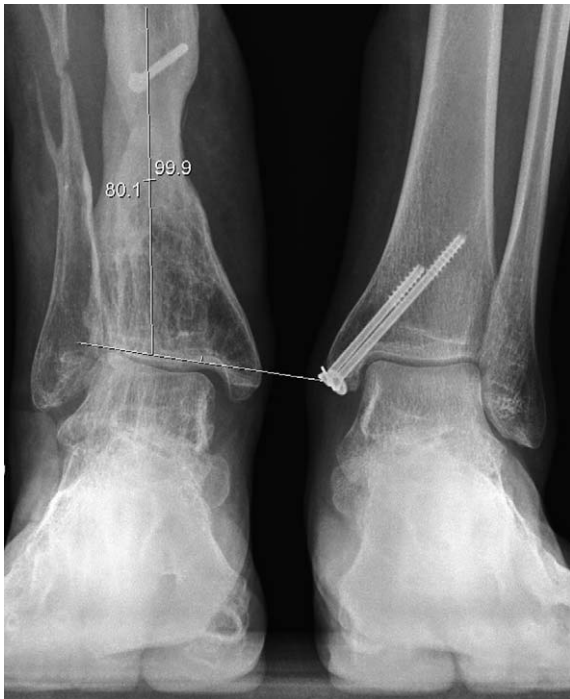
Standing radiograph of both ankles demonstrate a valgus deformity of the injured ankle.
